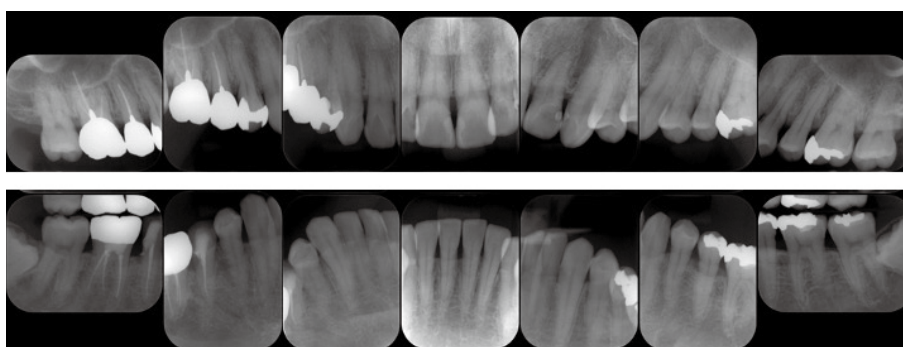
Dental radiography at latest visit (2020.8)
